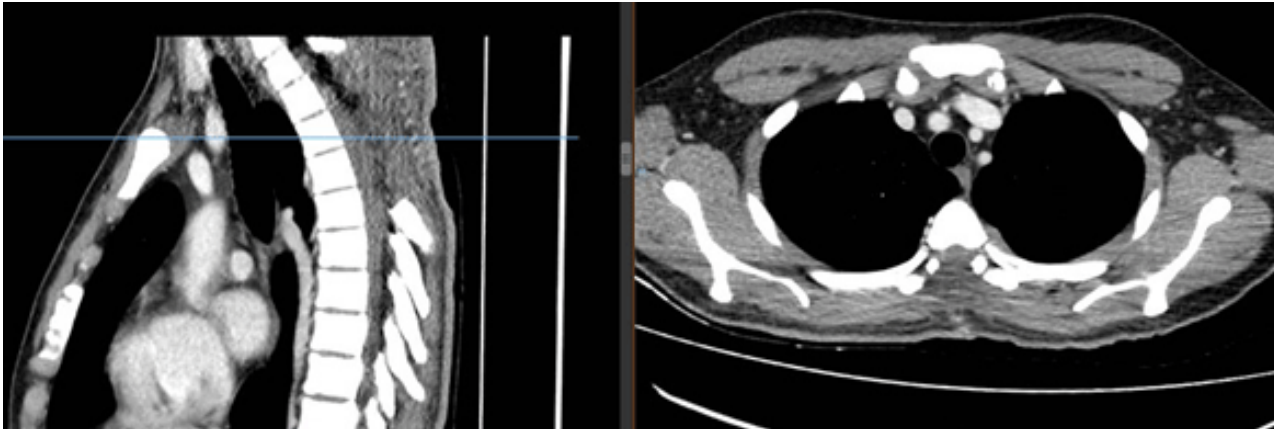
Tomografía computada de columna dorsal con contraste. Se evidencia laminectomía D2 – D6, no se observa lesión hipercaptadora de contraste sugerente de lesión neoproliferativa residual.
